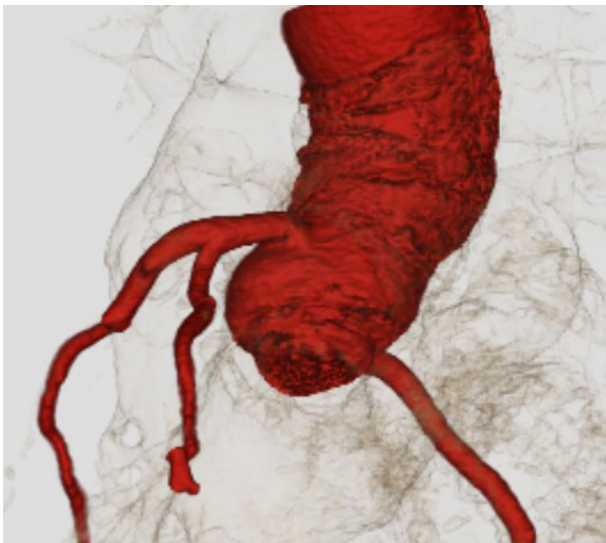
Тривимірна реконструкція комп'ютерної томографія (КТ) кореня аорти після хірургічного втручання. Зображення демонструє анатомічно збережені контури реконструйованого кореня аорти та безперервність на аорто-лівому шлуночковому з'єднанні після реконструкції за допомогою латки з бичачого ксеноперикарда. Ознак псевдоаневризми, скупчення рідини в перитрансплантаті або структурних деформацій не спостерігається, що свідчить про успішну реконструкцію та загоєння
